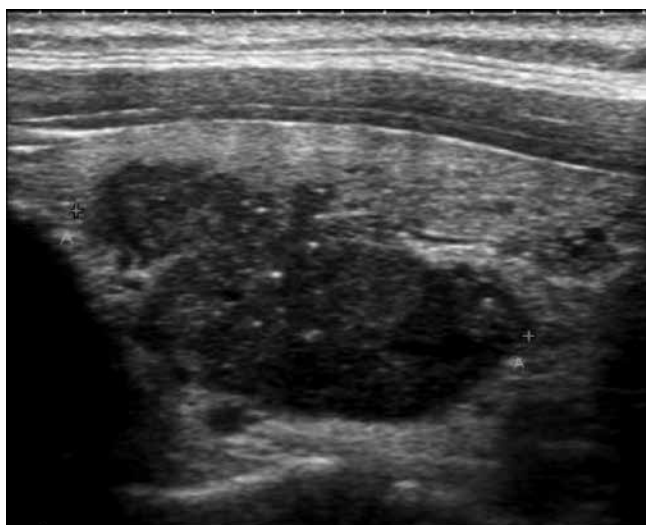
УЗИ ЩЖ (В-режим). Папиллярный рак ЩЖ
